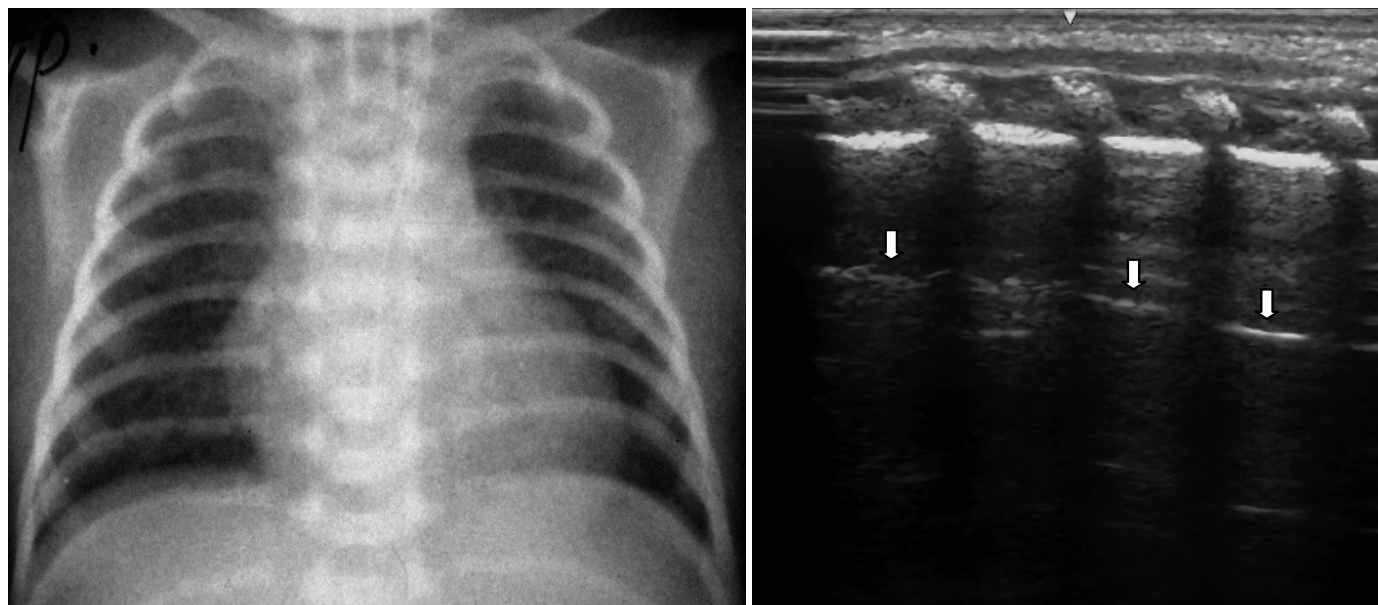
Ребенок К. (срок гестации 31 нед). На рентгенограмме определяется умеренное обогащение легочного рисунка. При УЗ обследовании определяется нормальная картина в виде наличия А-линий (указаны стрелками).
